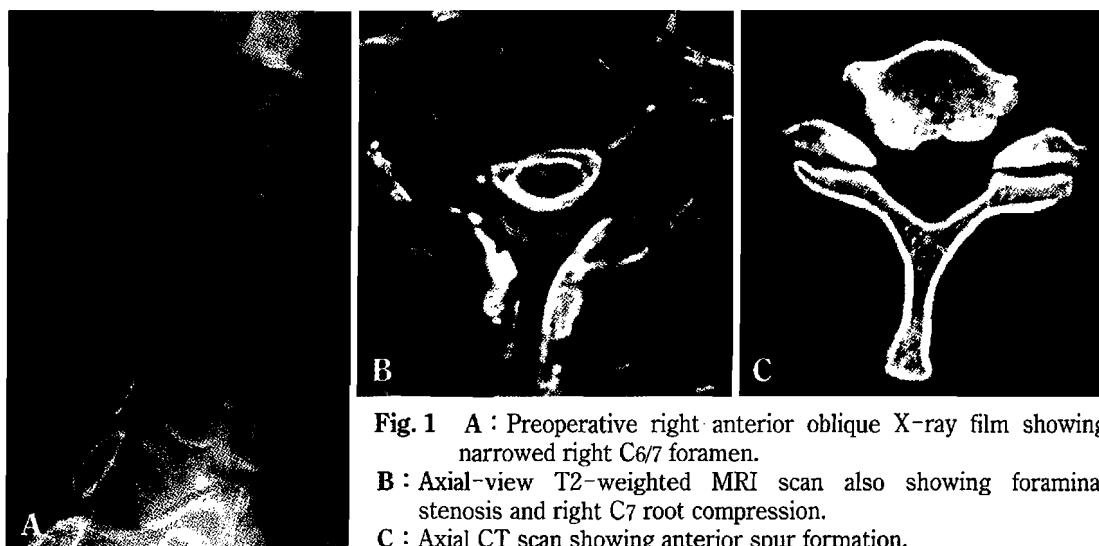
A : Preoperative right anterior oblique X-ray film showing narrowed right C6/7 foramen.
